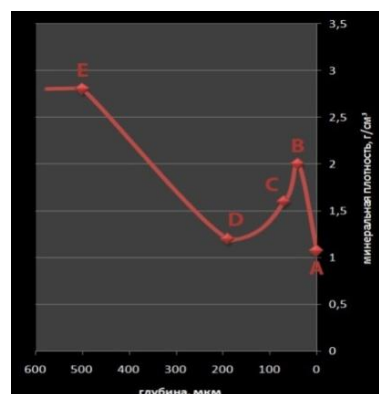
Показатели минеральной плотности эмали (г/см³) на различной глубине (мкм) очага ИКЭ (КТ): АВ – поверхностная зона; ВС – «тело» очага ИКЭ; CD – темная зона; DE – прозрачная зона
